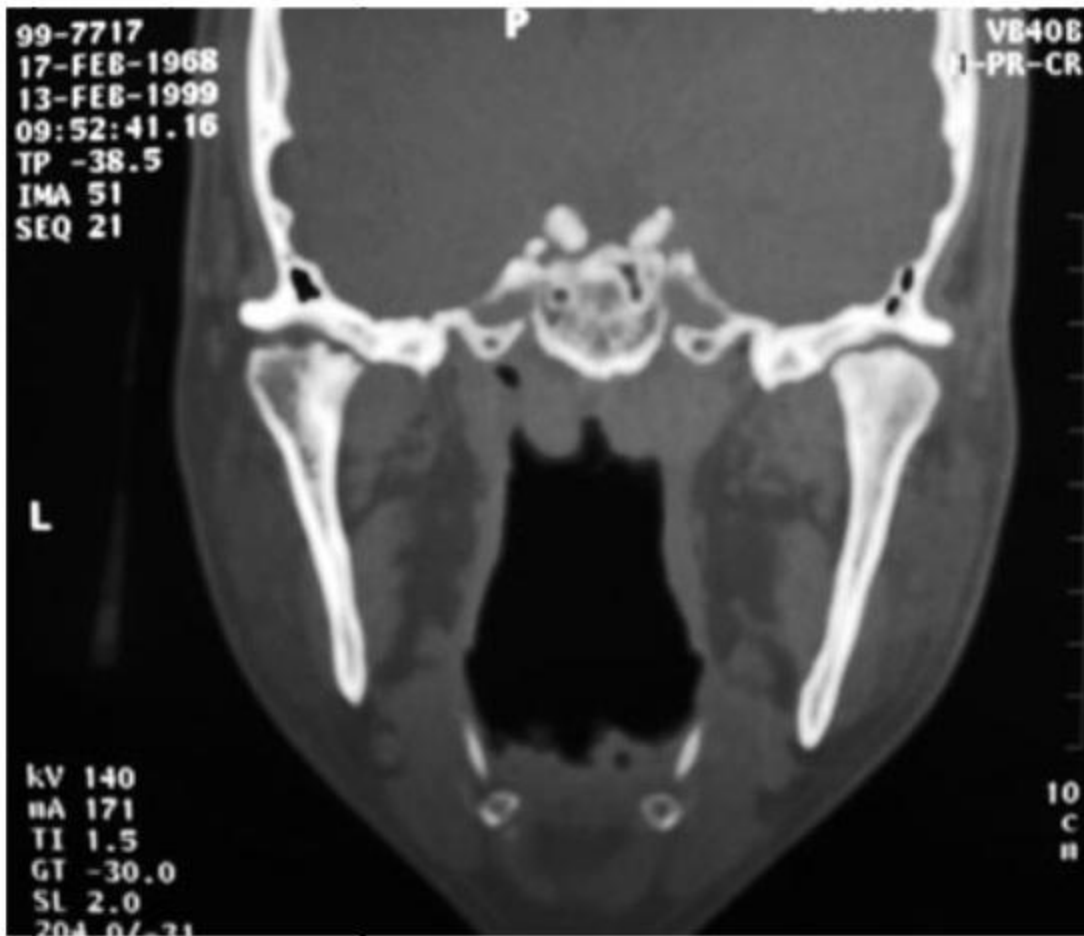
CT showing arthropathic degeneration with bilateral condylar alteration, erosion areas are evident.
